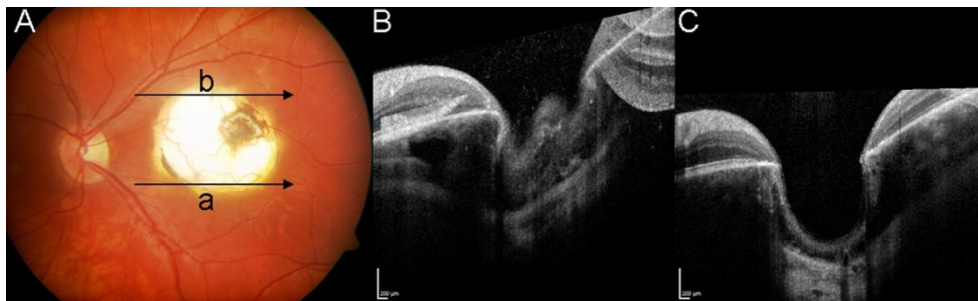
Imagem duma Tomografia de coerência ótica de Domínio Espetral (SD-OCT), onde se pode observar uma lesão de coriorretinite numa doente de 13 anos causada por toxoplasmose congênita. As setas a/b orientam o sentido da varredura da OCT ilustrada na imagem b/c. Fonte: Ozgonul & Besirli, 2017.
